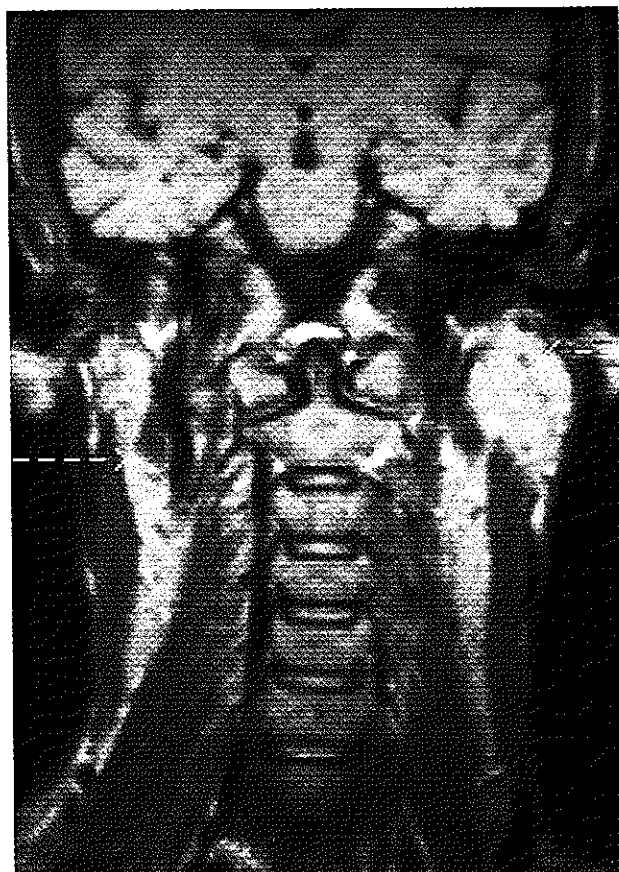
Imagen por resonancia magnética en Spin Eco T₁. Plano coronal. Lesiones quísticas hipointensas en parótida izquierda y en tejido glandular parotídeo restante derecho.
